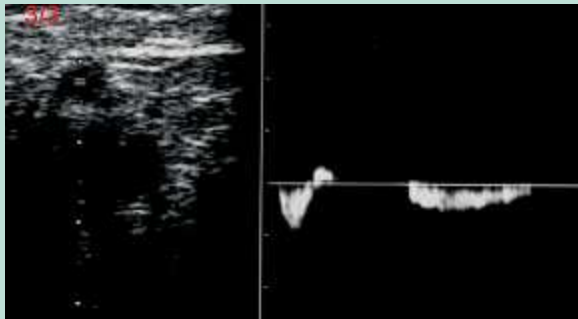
Image échodoppler d'un reflux systolo-diastolique de la JSP.
